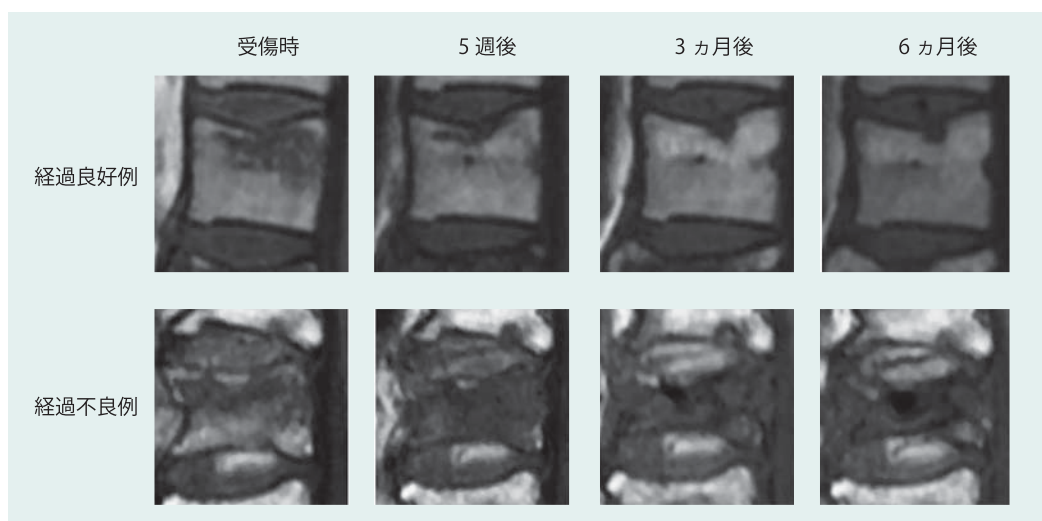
MRI 所見の変化例（文献 219 より引用）
